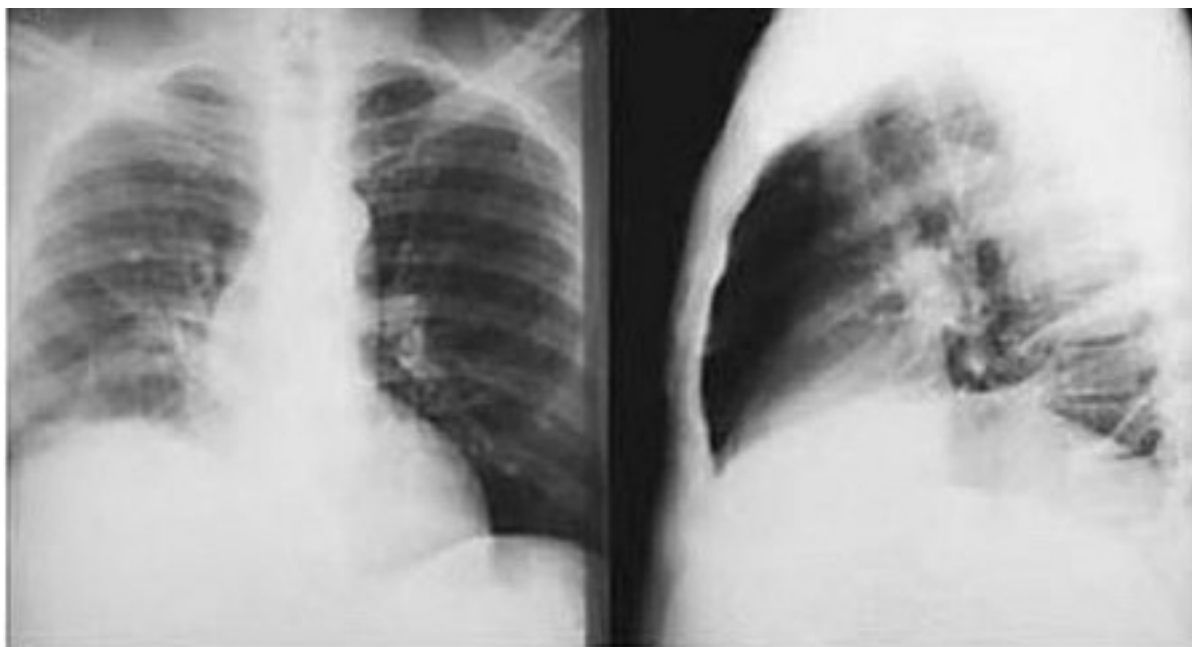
Radiografia torácica posteroanterior e perfil de um paciente com abscesso hepático amebiano: os achados da radiografia torácica incluem elevação da cúpula diafragmática direita e evidências de atelectasia
